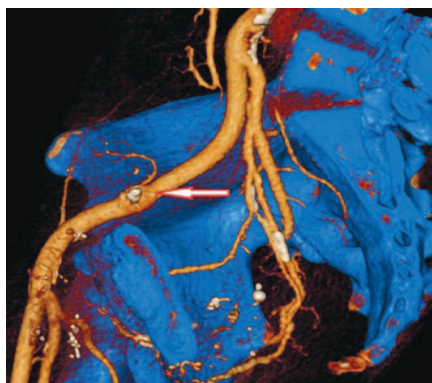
МСКТ, артериальная реконструкция. Артерия трансплантата (указана стрелкой), расположенного в правой подвздошной области, анастомозирована с внутренней правой подвздошной артерией конец в бок
